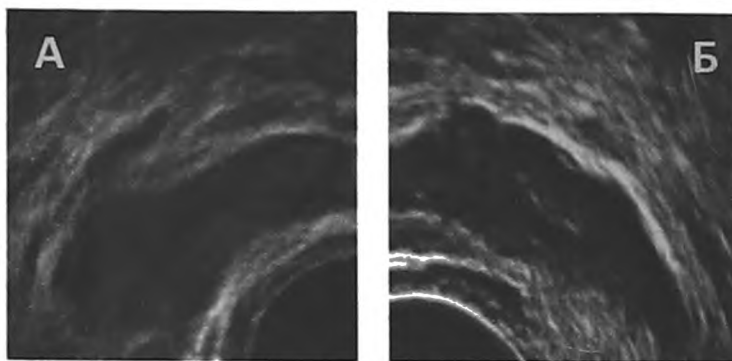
ТРУЗИ. А – форма семенного пузырька с закругленным основанием (грушевидная).
